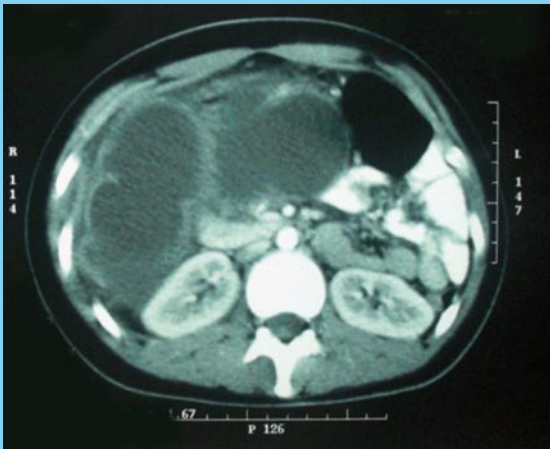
TAC con doble contraste, tumoración quística.
